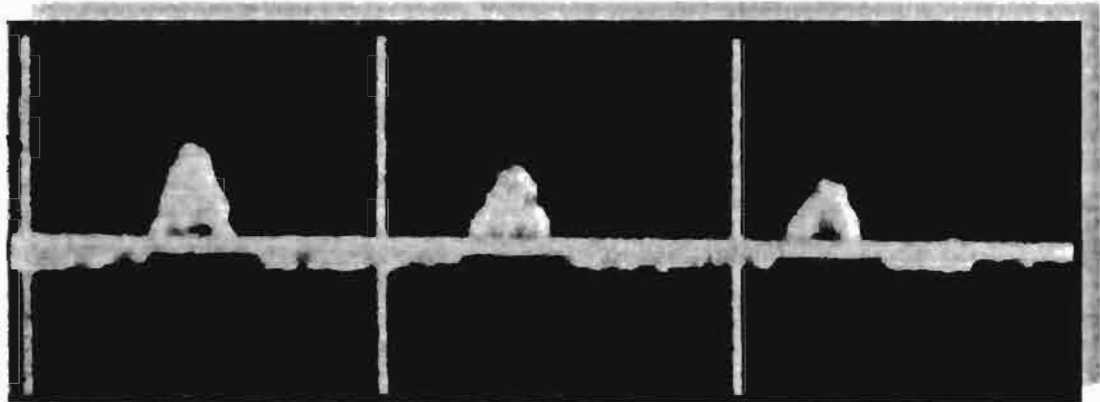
Fase detumescencia, espectro Doppler
